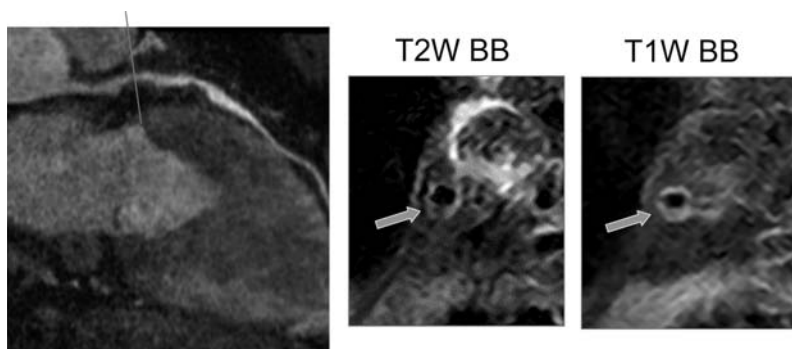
Coronary plaque imaging with 3T MRI. T1- and T2-weighted images at the proximal region of the LAD. The eccentric plaque is observed at the region indicated by an arrow. The plaque shows iso-hypo-intensity on T1W and hypo-intensity on T2W images, suggesting a plaque without hemorrhage.
